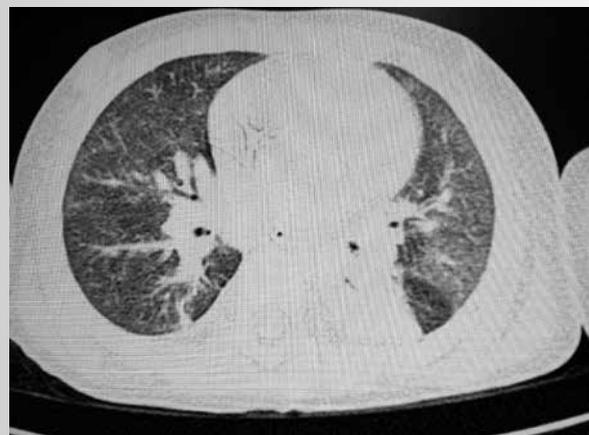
По данным СКТ ОГП признаки 2-сторонней полисегментарной пневмонии
